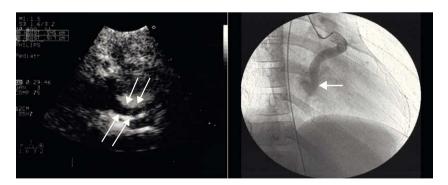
Ecocardiograma y coronariografía en los que se aprecia una importante dilatación de la coronaria izquierda-DEA (flechas finas blancas). Estrechamiento distal a nivel de la desembocadura en seno coronario (flecha gruesa blanca).
